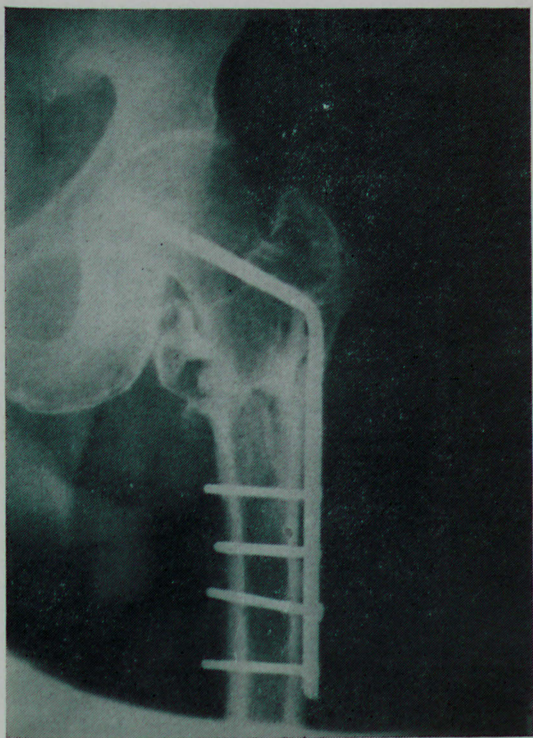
Caso 3 — Radiografia de face. Contrôlo posoperatório de 8 meses. Fratura em consolidação. Lâmina longa.
